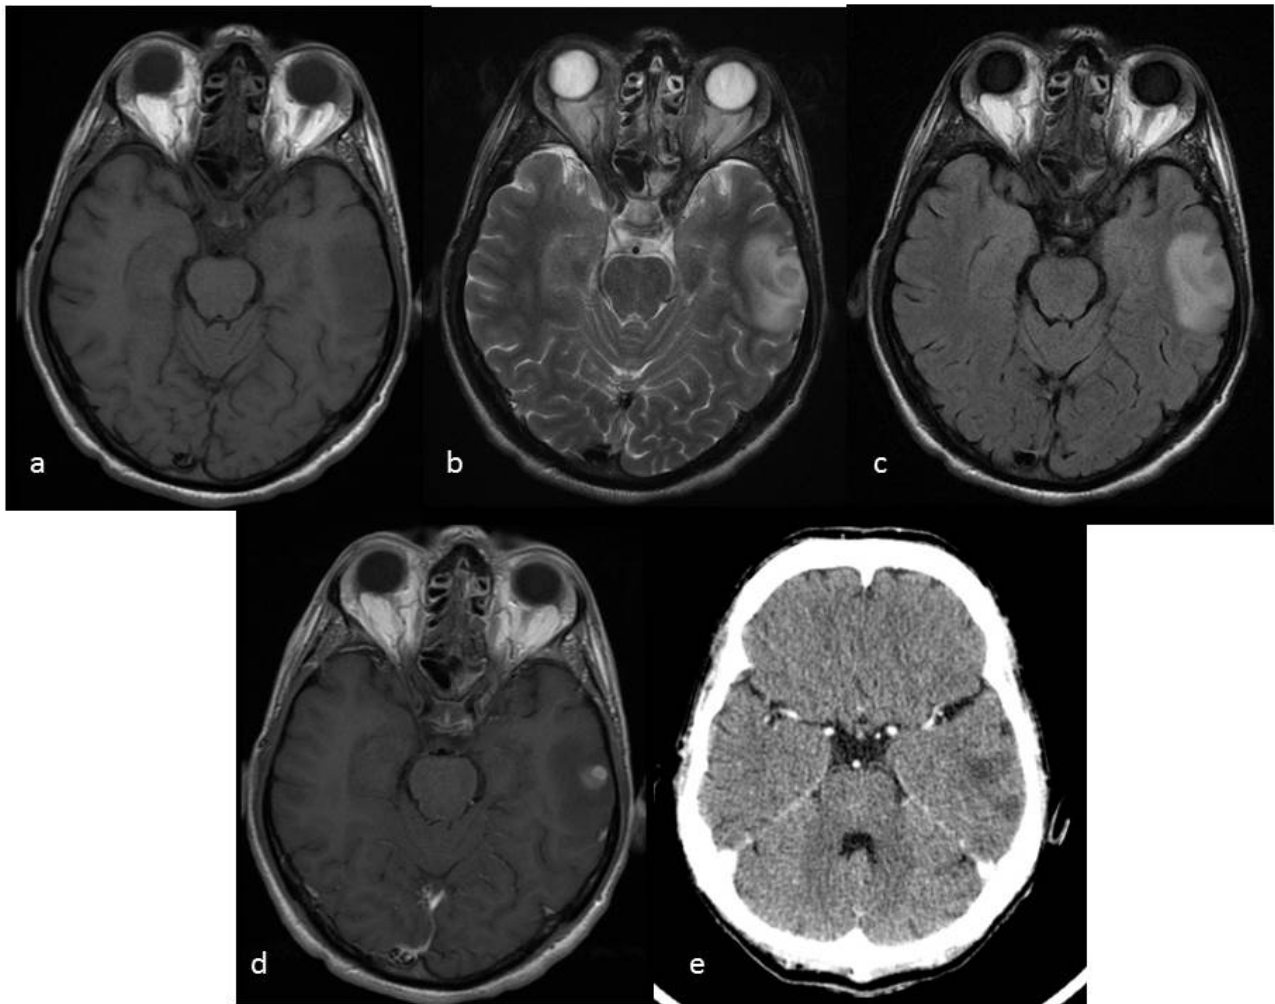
Tuberculoma. Imágenes RM axial SE T1 (a), FLAIR (b), SE T2 (c), SE T1+gd (d) y TC con contraste (e). Lesión nodular única intraparenquimatosa temporal izquierda, ligeramente hipointensa en SE T2 y FLAIR, con realce nodular y abundante edema vasogénico circundante.
